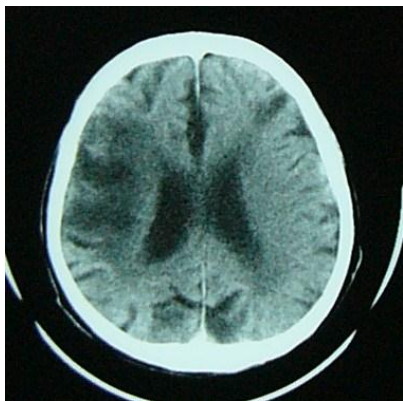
CT of cardioembolic cerebral infarction and atherothrombotic cerebral infarction
